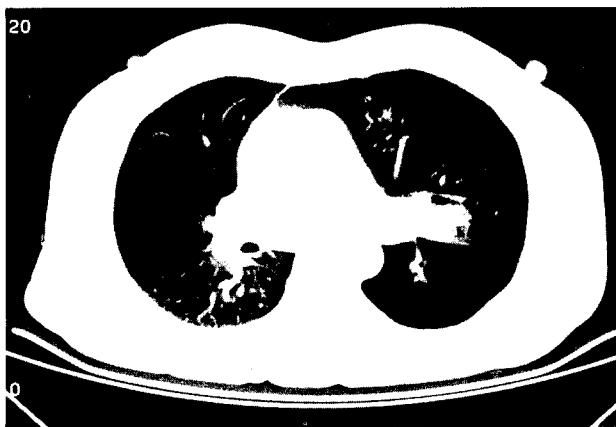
술전 흉부 전산화 단층사진. 종양에 의한 좌측기관지의 폐쇄 소견을 보여준다.
